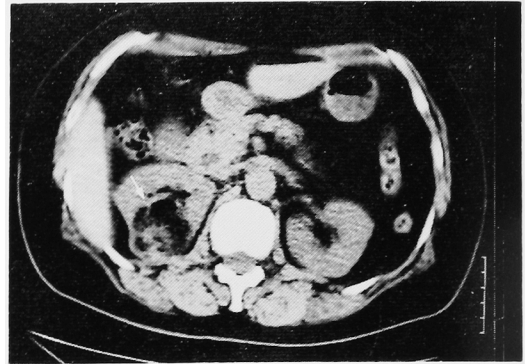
CT scan shows a mass with fatty density area.
